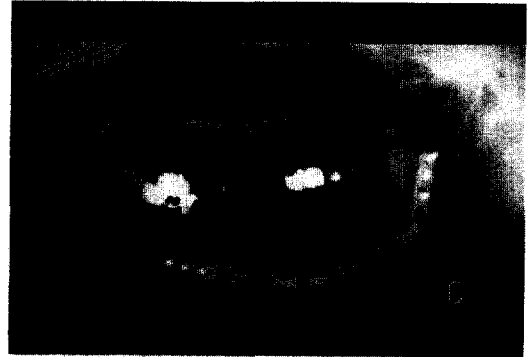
경부곽청술 시행후 모습과 술후 방사선 사진
